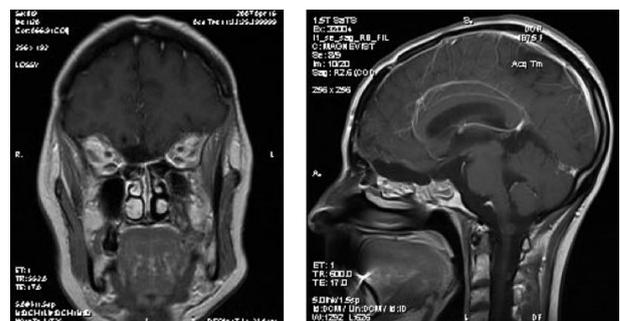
IRM après traitement avec contraste (27.11.2007) : T1 coronale à droite; T1 sagittale à gauche. Noter la disparition des prises de contraste, la présence d'une cavité liquidienne résiduelle en lieu et place de la tumeur et l'absence de repousse tumorale (rémission complète radiologique).
